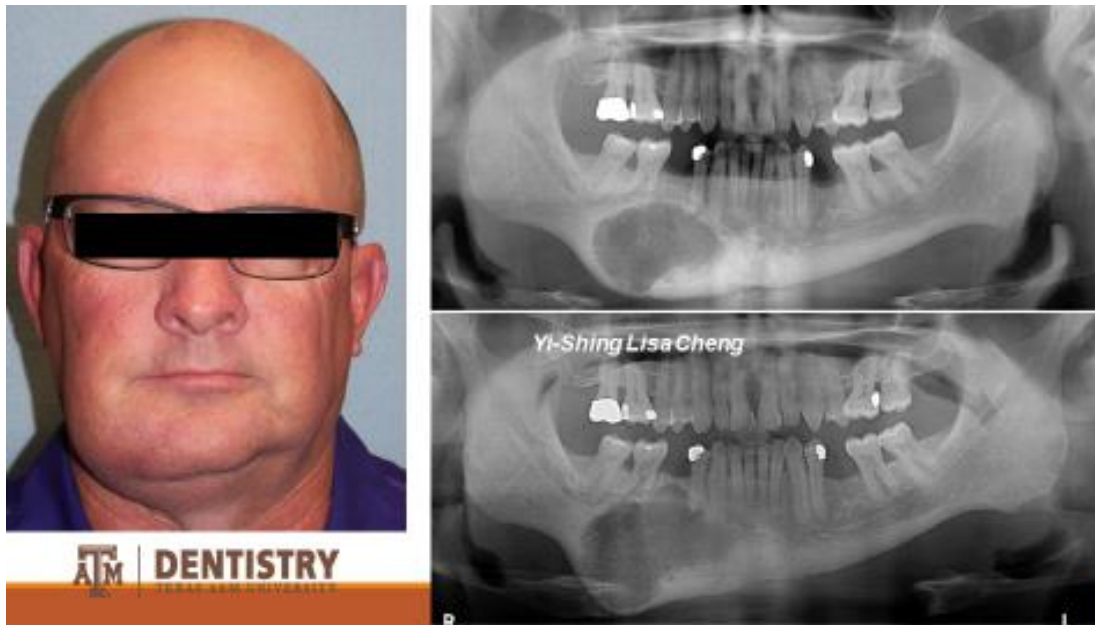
Se observa del lado izquierdo a un paciente de sexo masculino con un aumento de volumen en la mandíbula, provocando asimetría facial, del lado derecho se observa su radiografía panorámica en donde se aprecia una lesión radiolúcida de bordes irregulares con expansión y adelgazamiento de la cortical, por su localización se pierde el trayecto del conducto alveolar inferior, así como una reacción perióstica con diagnóstico de osteosarcoma.
